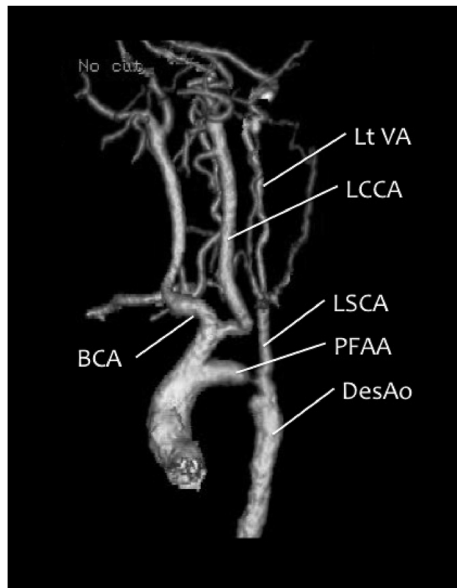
Preoperative three-dimensional computed tomography findings in Case 2
